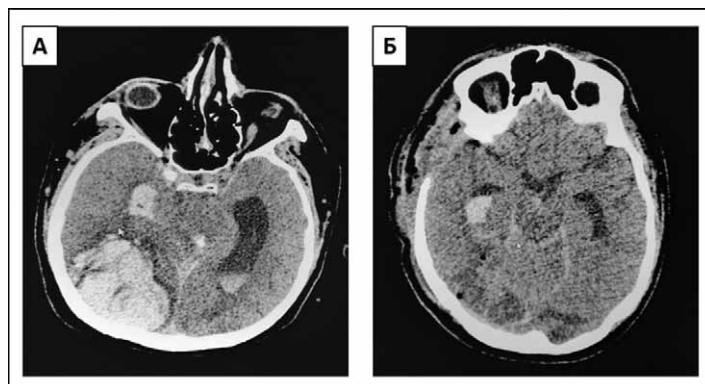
Компьютерная томография пациента С. 49 лет.: А — до операции, Б — через 12 часов после операции.
